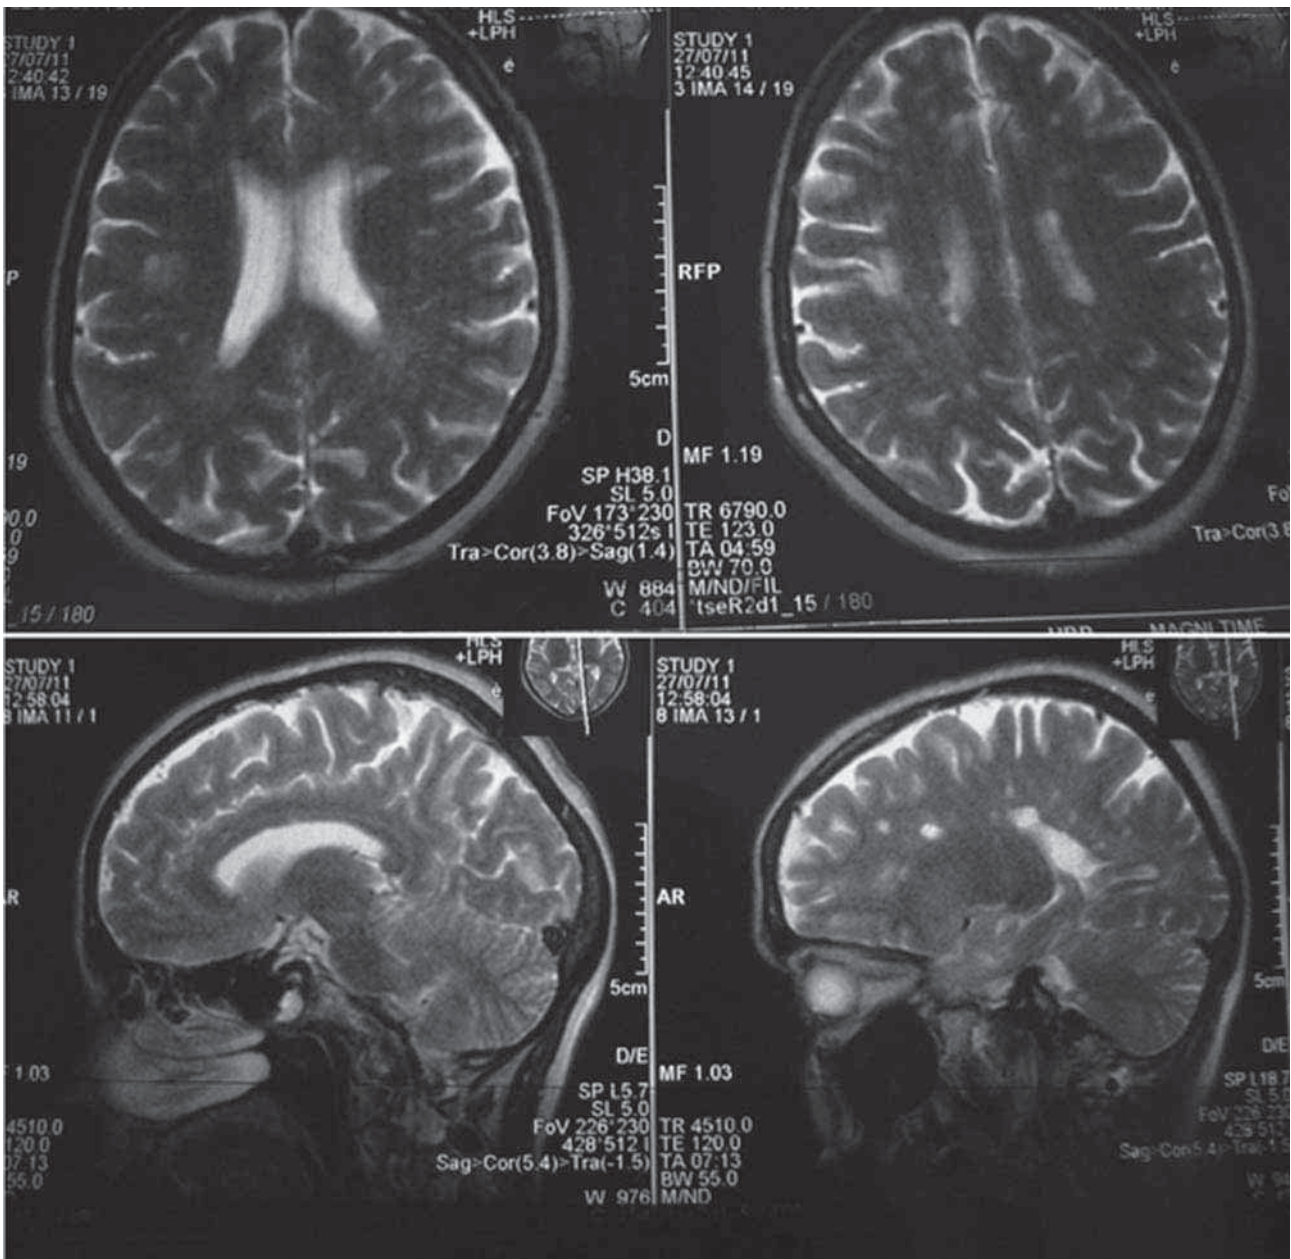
МРТ в T1, T2, T2trim-взвешенных изображениях в белом веществе лобно-височно-теменных областей головного мозга, преимущественно перивентрикулярно по отношению к боковым желудочкам, в мозолистом теле и в области варолиева моста определяются множественные очаги различной формы и размеров с гиперинтенсивным сигналом на T2ВИ.
